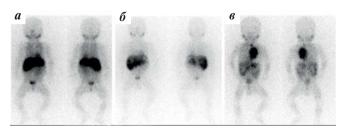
Сцинтиграфия с ¹²³I-МЙБГ, планарные сцинтиграммы: а — выраженное диффузное накопление в печени соответствует метастатическому поражению; б, в — очаговое накопление в печени соответствует метастатическому поражению
